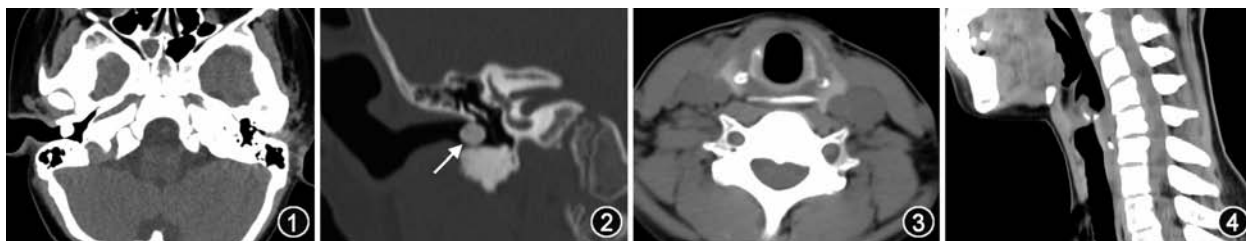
2 外耳道异物 CT 图像。采用能谱扫描,去除金属伪影。颞骨 CT 横断面软组织窗(图 1)和冠状面骨窗(图 2)图像显示右侧外耳道内高密度圆形金属异物(↑) 图 3,4 食管颈段异物 CT 图像。食管 CT 平扫横断面(图 3)及矢状面(图 4)软组织窗图像显示食管颈段长条状高密度鱼刺异物
